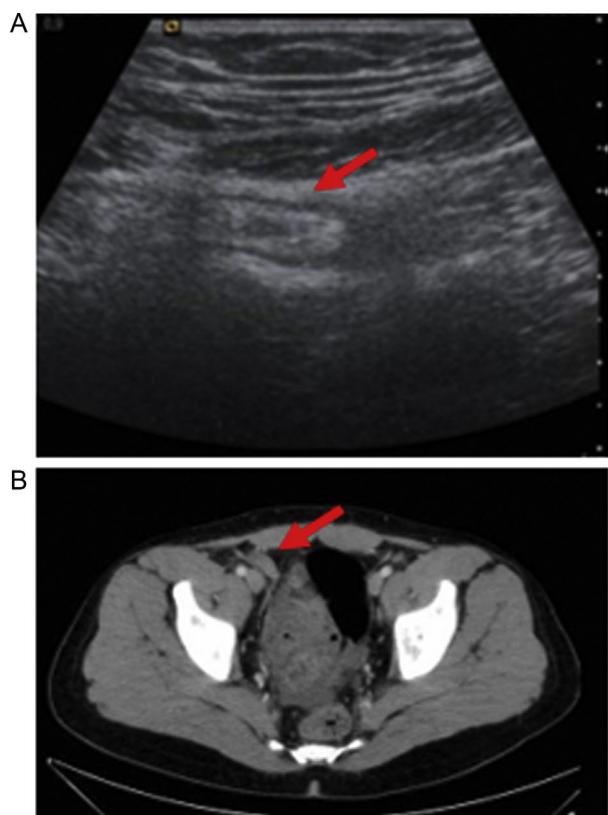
Ecografía (A) y TAC de abdomen (B): apéndice aumentado de volumen (flecha roja).
